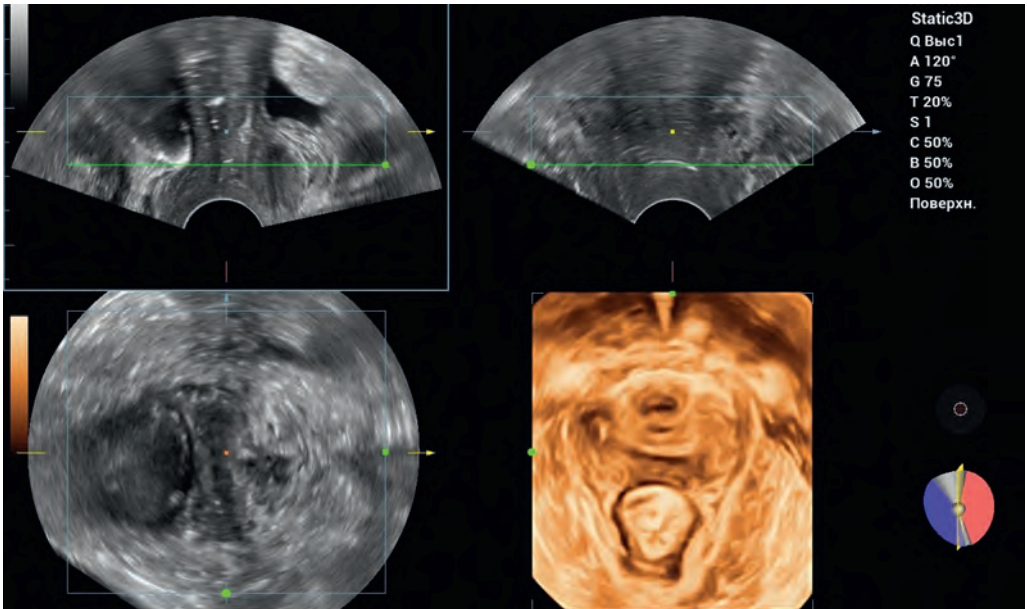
Пролапс стенок влагалища I степени и истончение сухожильного центра промежности в сочетании со стрессовым недержанием мочи. Эхограмма. ТВУЗИ. Режим 3D, мультиплановый вид.
